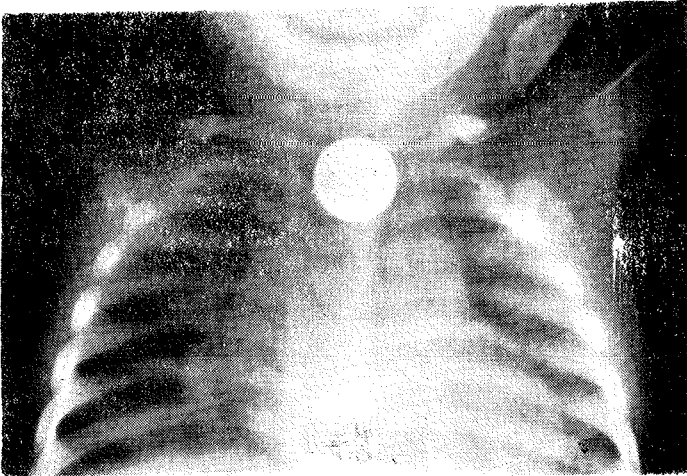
2 yaşındaki hastanın (C. T.) toraks radyografisinde özofagusun servikal bölgesinde takılan «para» görülmektedir.
